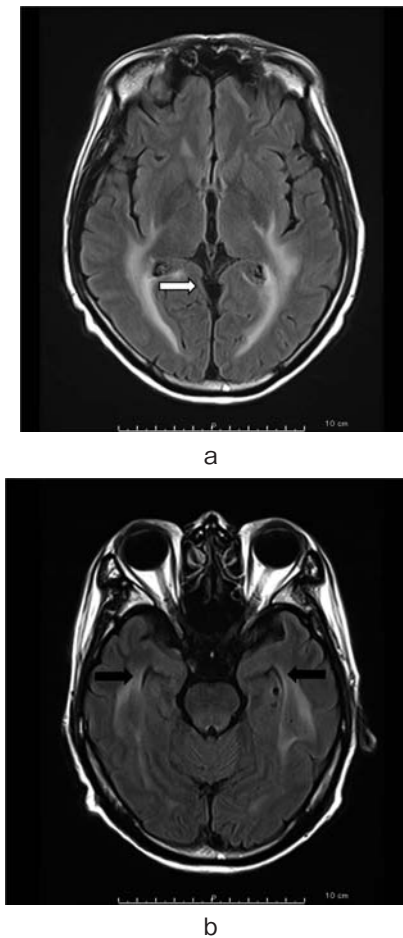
a, b: Brain T2-weighted magnetic resonance imaging and FLAIR findings after 15 days of axitinib administration. a: T2-weighted magnetic resonance imaging showed normalization of the third ventricle. b: T2-weighted magnetic resonance imaging showed normalization on both sides of the lateral ventricle.
